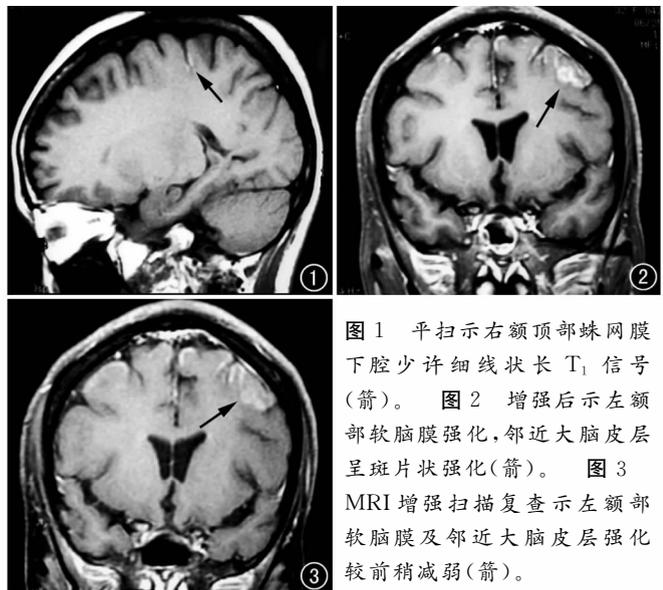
平扫右额顶部蛛网膜下腔少许细线状长 T₁ 信号(箭)。图 2 增强后示左额部软脑膜强化, 邻近大脑皮层呈斑片状强化(箭)。图 3 MRI 增强扫描复查示左额部软脑膜及邻近大脑皮层强化较前稍减弱(箭)。
